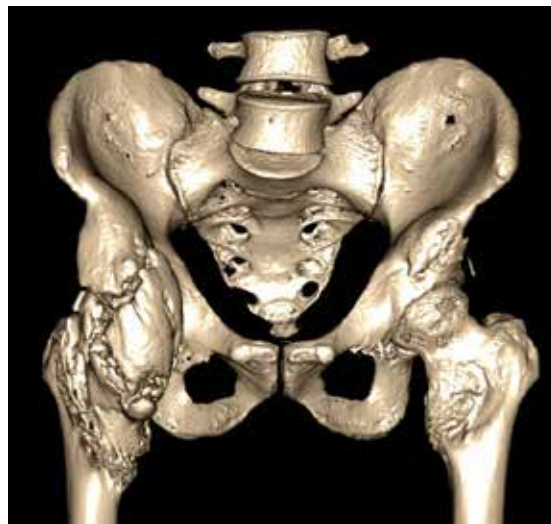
TC Pelvis control postoperatorio Cirugía 1. Restauración anatómica cadera izquierda, con amplia resección de masa izquierda.
